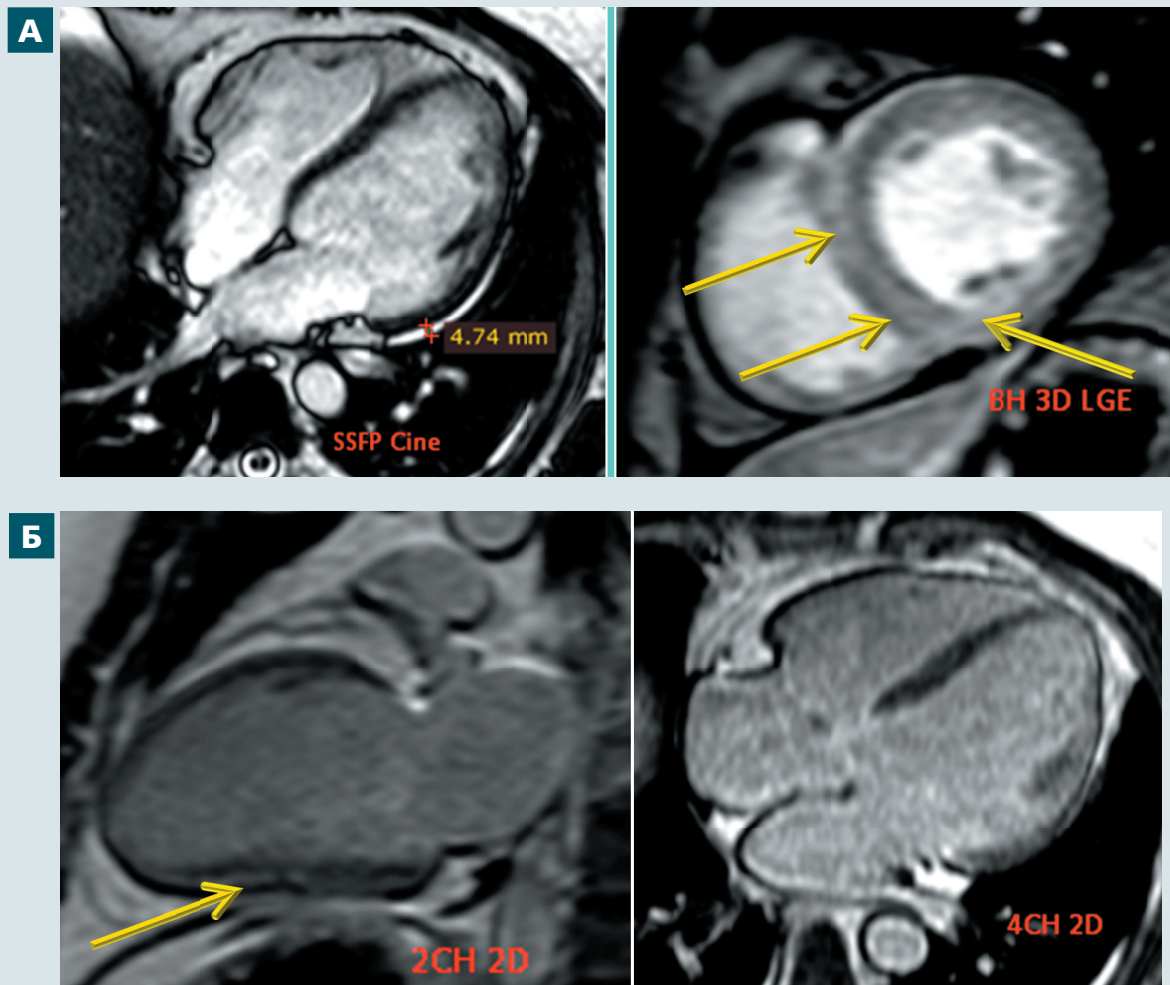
Результати МРТ-обстеження хворого Г.: А – EGE: раннє посилення 1–3 хв, гіперемія, запальна інфільтрація; Б – LGE: формується «смушкоподібне» вогнище затримки контрасту інтрамурально в МШП
